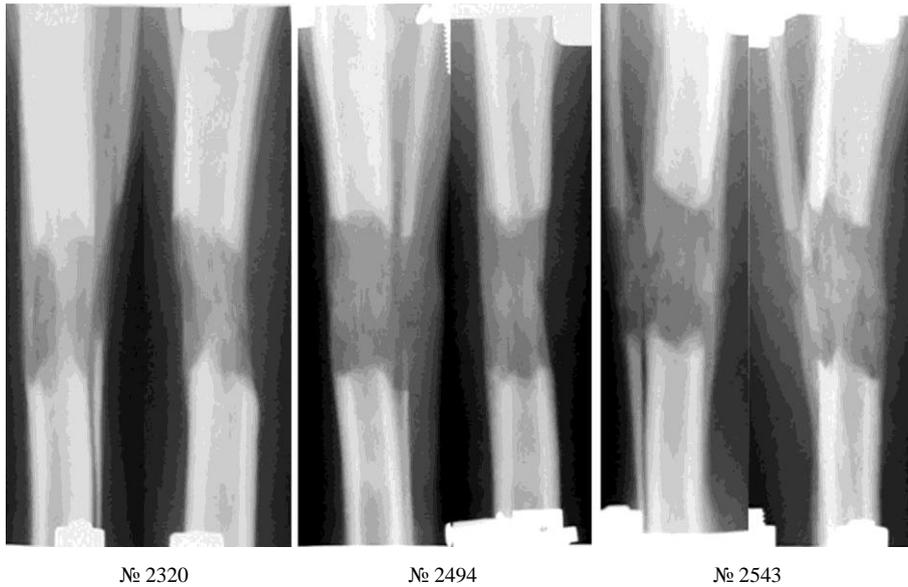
Рентгенограммы, фиксация – 15 суток. Регенерат утратил зональное строение
